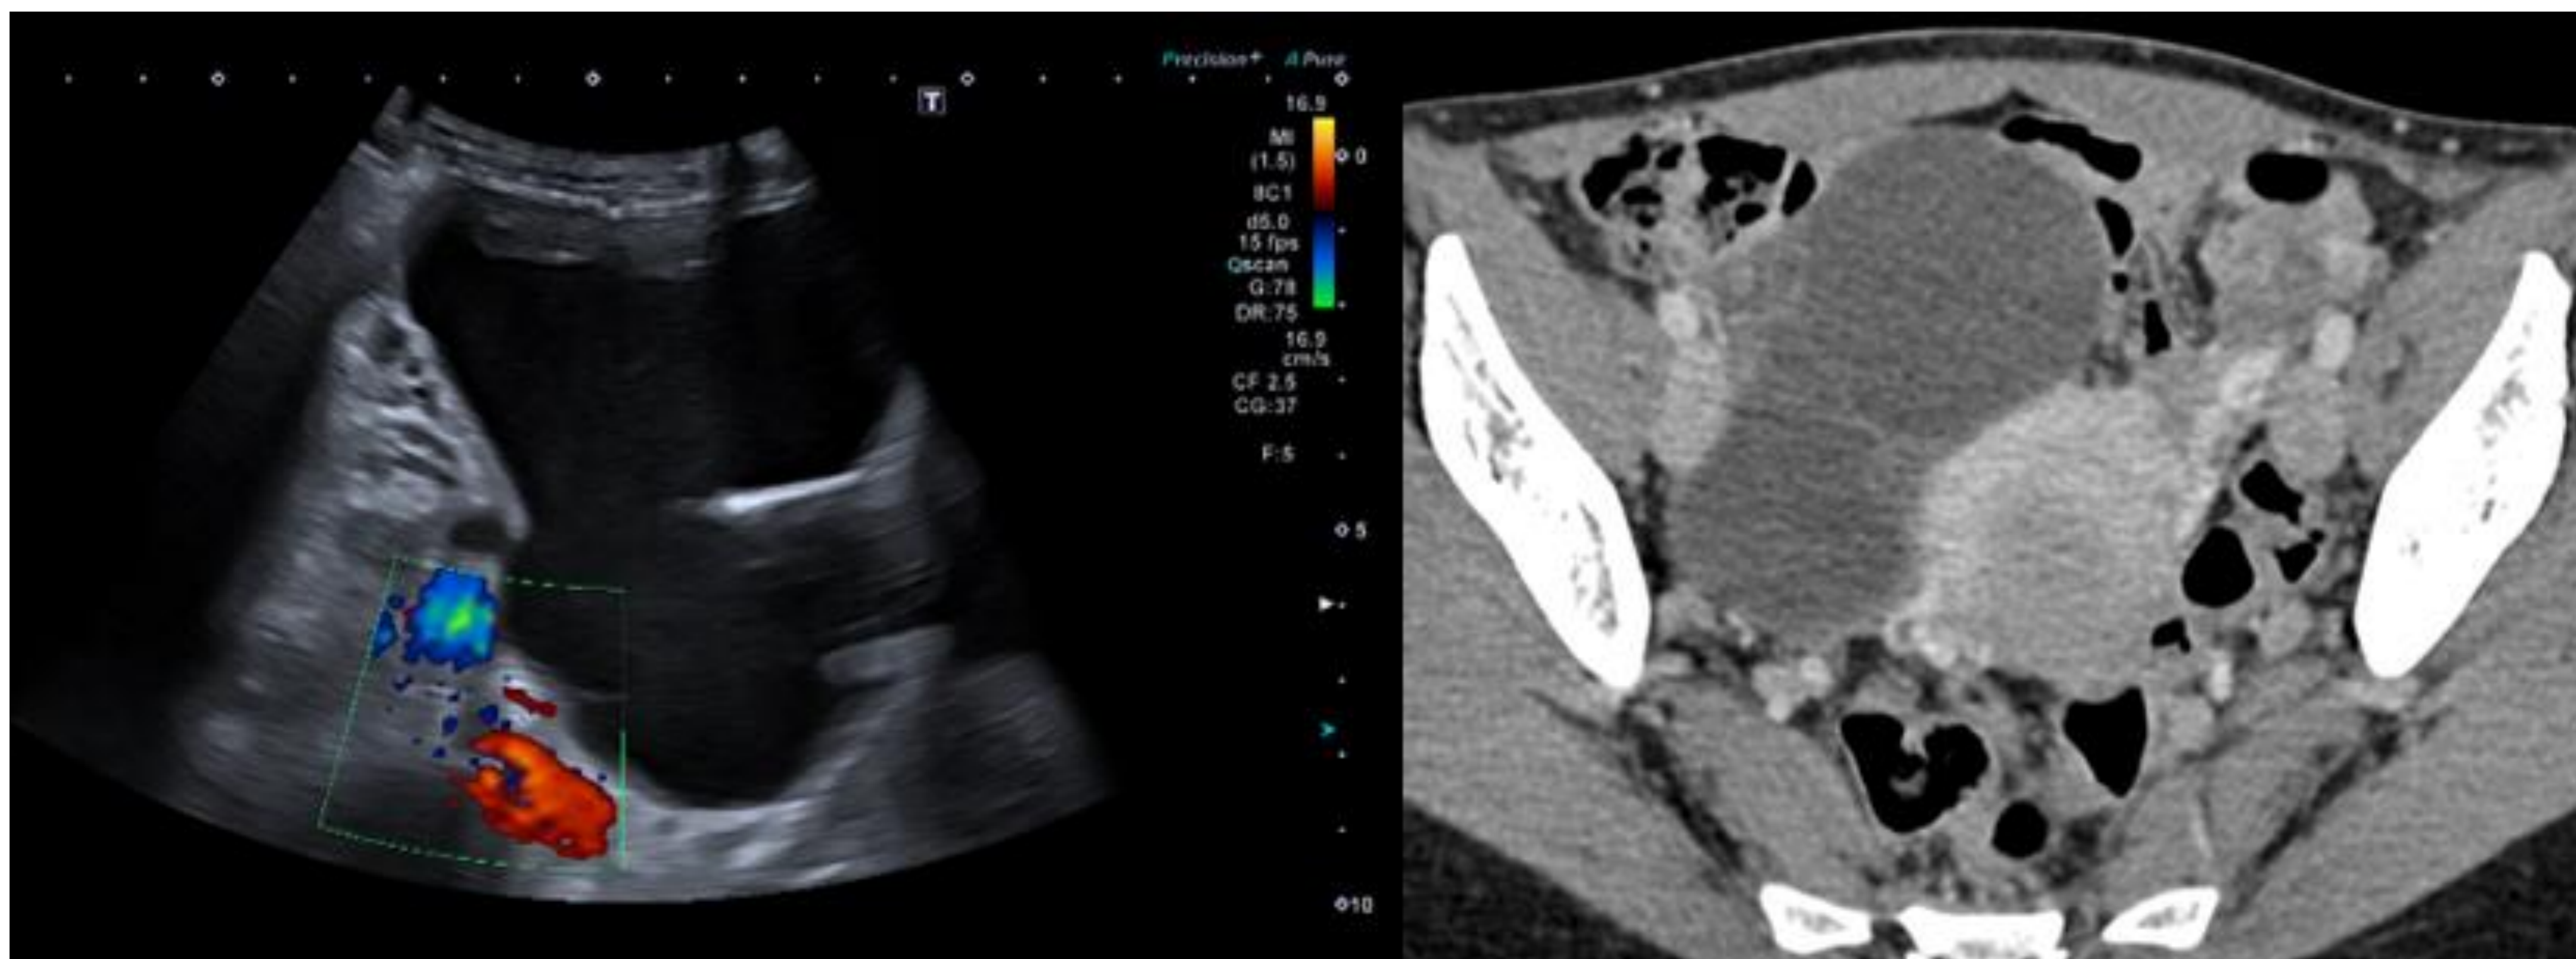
Ecografía y corte axial de TC abdominopélvico con contraste IV: Quiste ovárico derecho en pelvis, de aproximadamente 10cm (la paciente refiere “en última revisión ginecológica era de 5cm”) desplazado hacia línea media. Se identifica pedículo engrosado y con flujo en estudio Doppler, identificando en TC signo del remolino. Se realiza ooforectomía, con diagnóstico anatomo-patológico: cistoadenoma mucinoso torsionado.
